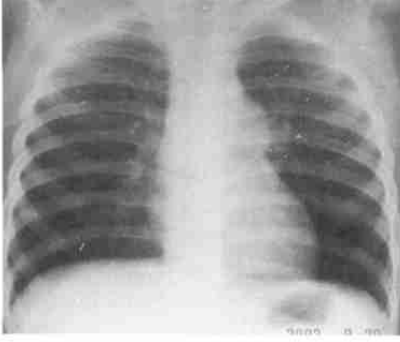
肺动脉瓣狭窄胸部X线平片，心影不大，肺血正常，肺动脉段明显突出
